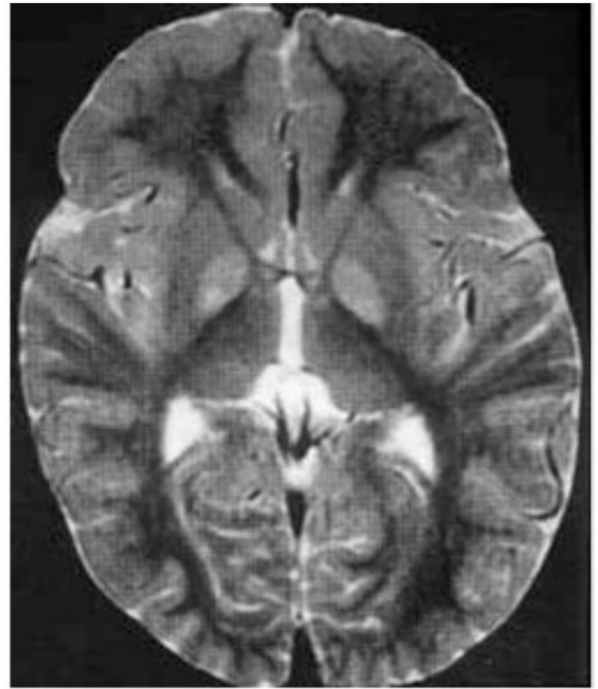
Síndrome de encefalomiopatía mitocondrial, acidosis láctica y episodios similares al accidente vascular cerebral (MELAS). La imagen axial de resonancia magnética con densidad protónica muestra lesiones isquémicas en las regiones parietal posterior y occipital izquierda. (Obsérvense predominantemente las lesiones corticales cerebrales.)
